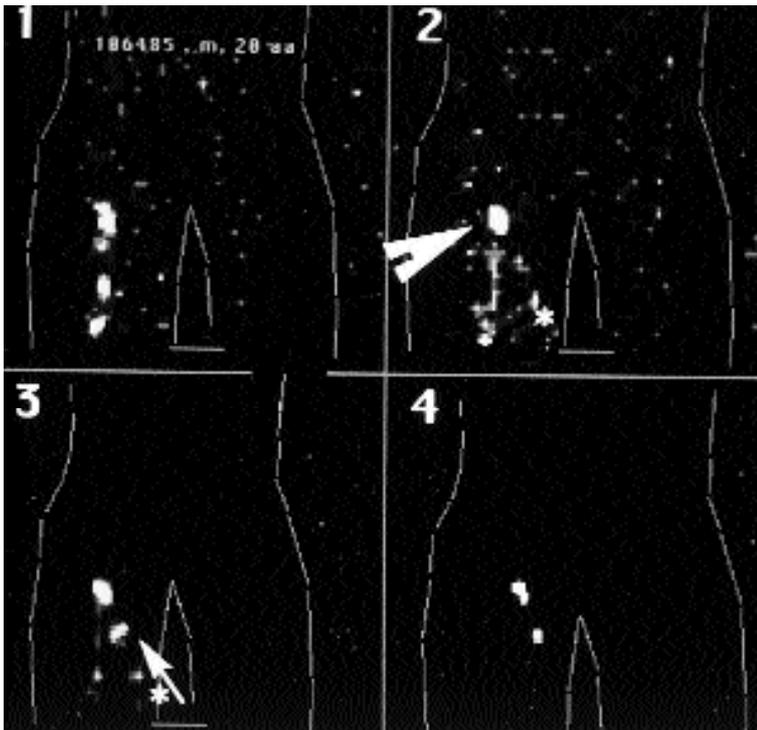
Studio linfo-scintigrafico arto inferiore destro. Immagini 1, 2, 3: studio dinamico sequenziale a 5, 7 e 9 minuti dopo l'iniezione del tracciante in sede di lesione. Freccia grande: linfonodo sentinella e collettore principale. Freccia piccola: secondo linfonodo sentinella iniettato da altro collettore indipendente (asterisco). Immagine 4: studio scintigrafico statico a 30 minuti dall'iniezione. In base a questo solo studio si sarebbe classificato erroneamente come "sentinella" il linfonodo più prossimo alla lesione e come "secondario" il più distante.
